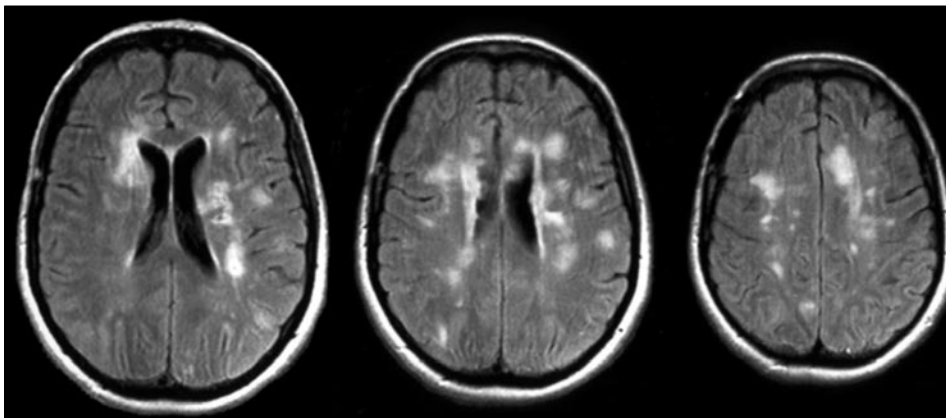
Síndrome anticuerpo antifosfolípido. Mujer de 45 años, con antecedente de accidente cerebrovascular menor un año antes, acude por cuadro confusional. En la analítica se demuestra anticuerpo anticardiolipina IgG positivo y un trastorno de la coagulación. RM axial FLAIR: múltiples lesiones hiperintensas mal definidas, de distribución periventricular y subcortical. Cortesía del Dr. Alfredo Rodríguez Antiguiedad.
